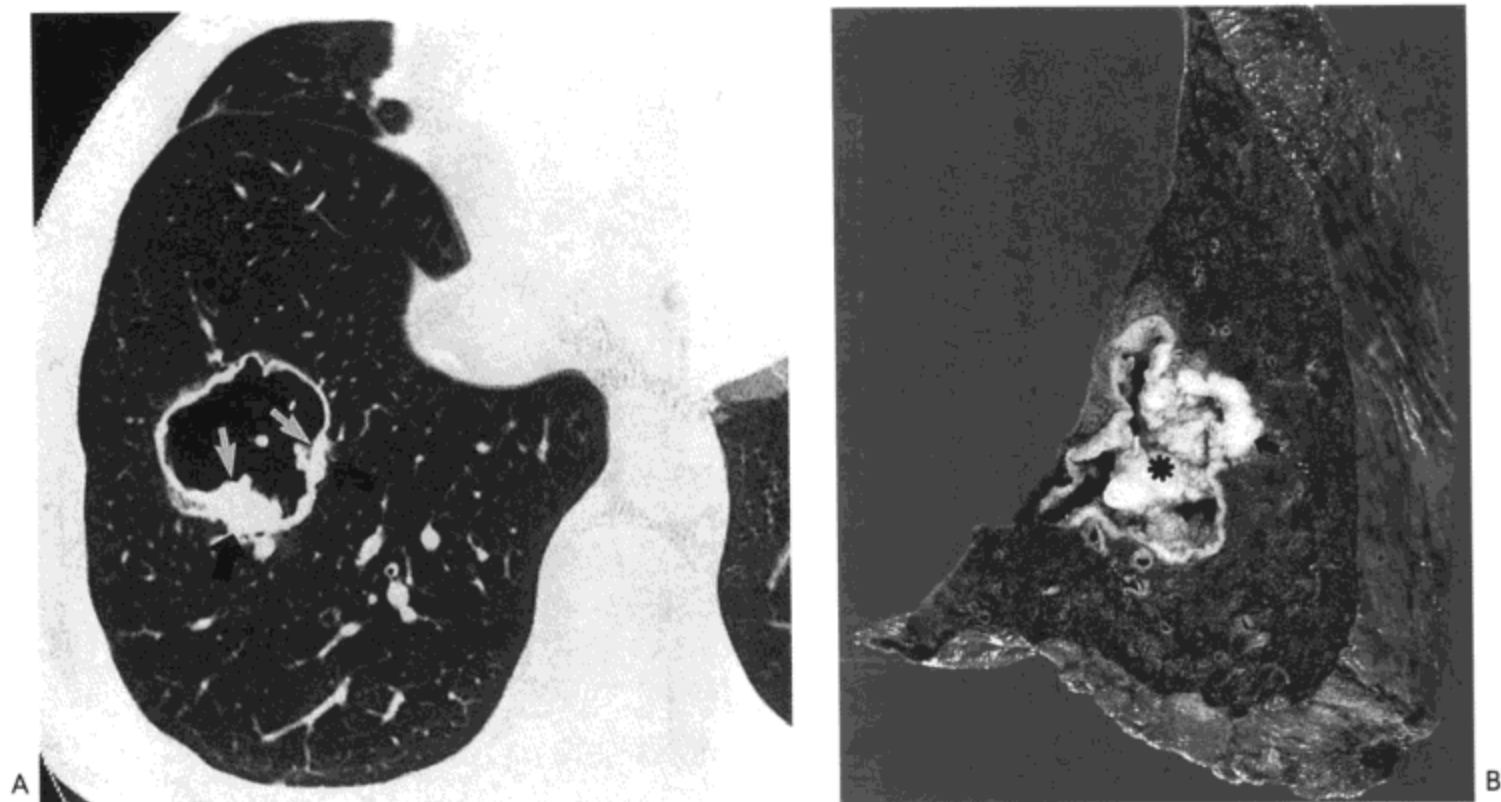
鳞状细胞癌-空洞。A: 高分辨率 CT 影像 (1.0mm 层厚) 示一直径 4 cm 的薄壁空洞位于右下肺。注意空洞壁局部结节样增厚 (箭号)。B: 切除标本的矢状切面证实空洞性癌伴局部空洞内 (星号) 与肺实质内 (箭号) 蔓延。病人为一 53 岁男性。
